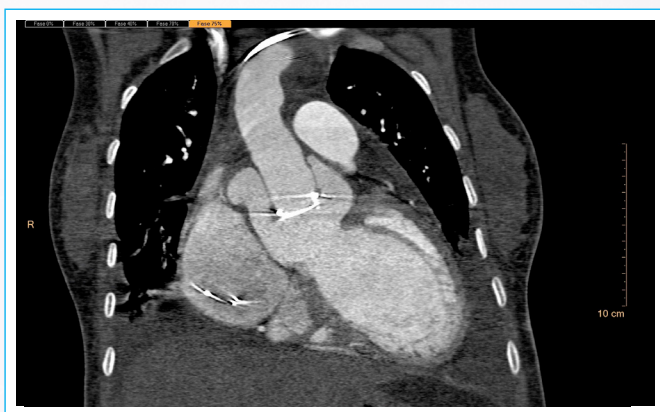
Angio-tomografía gatillada en plano frontal, en la que se observa la posición de la prótesis suelta en la raíz aórtica.
